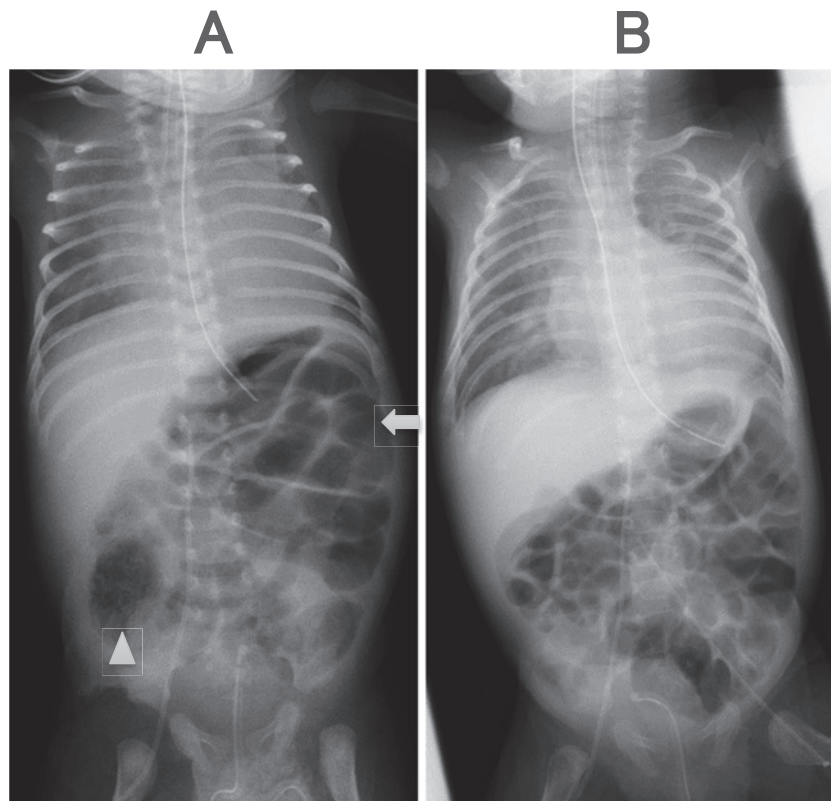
X-ray image shows intestinal dilatation (arrow) and intestinal emphysema (arrow head) (A). After conservative treatment, intestinal emphysema disappeared (B).
